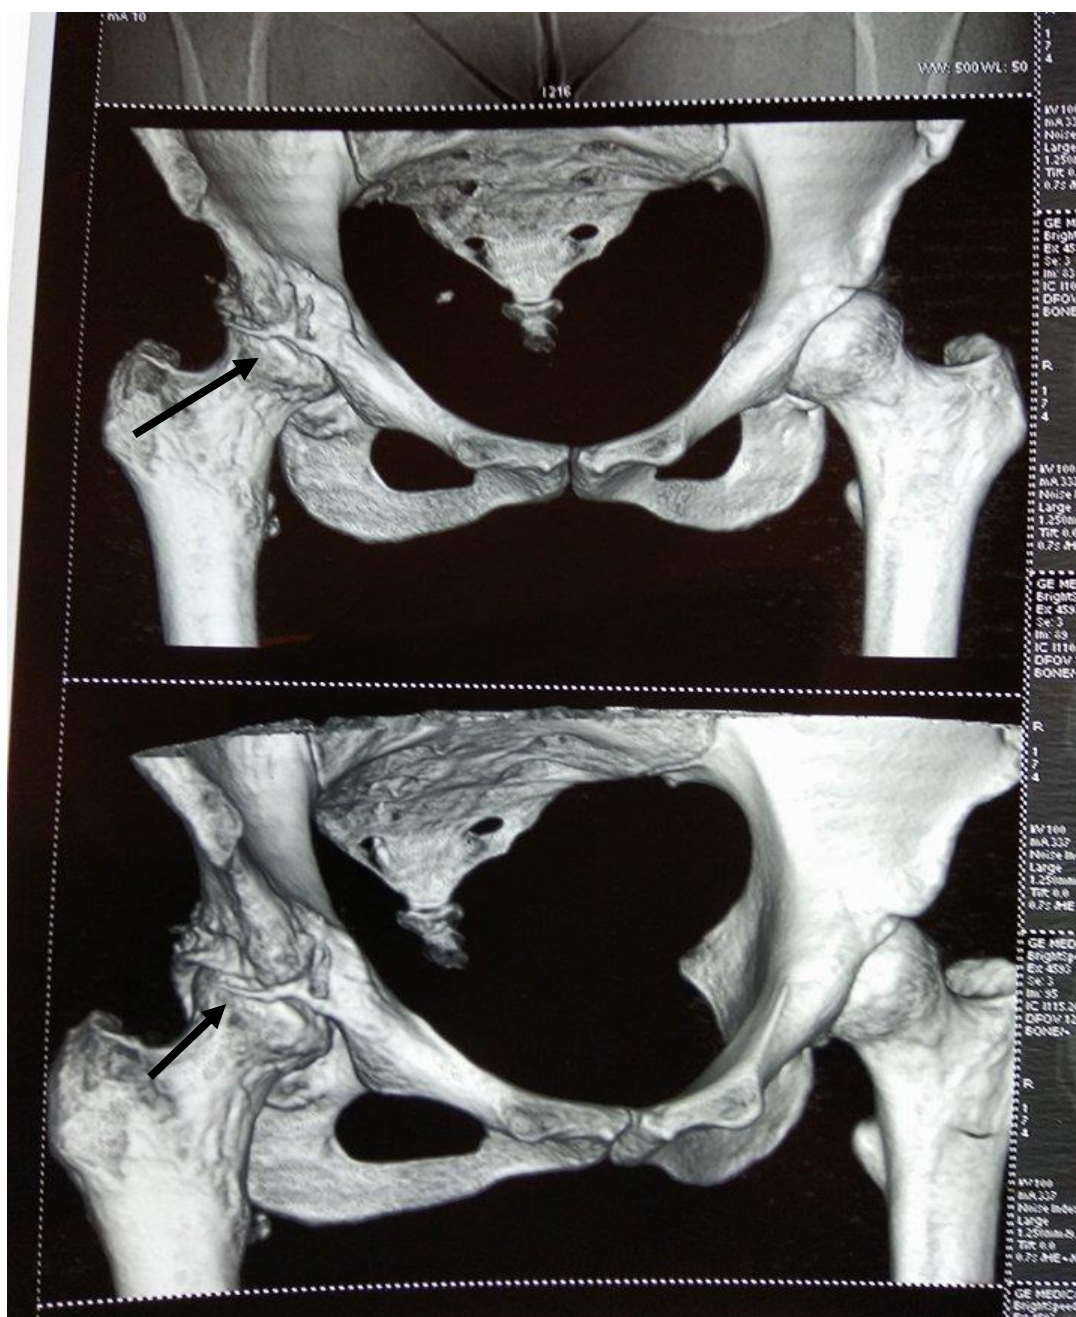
Туберкульоз правого кульшового суглобу з деструкцією (Хвора Г, 23 років, і.х. № 90205, 3D реконструкція КТ)
